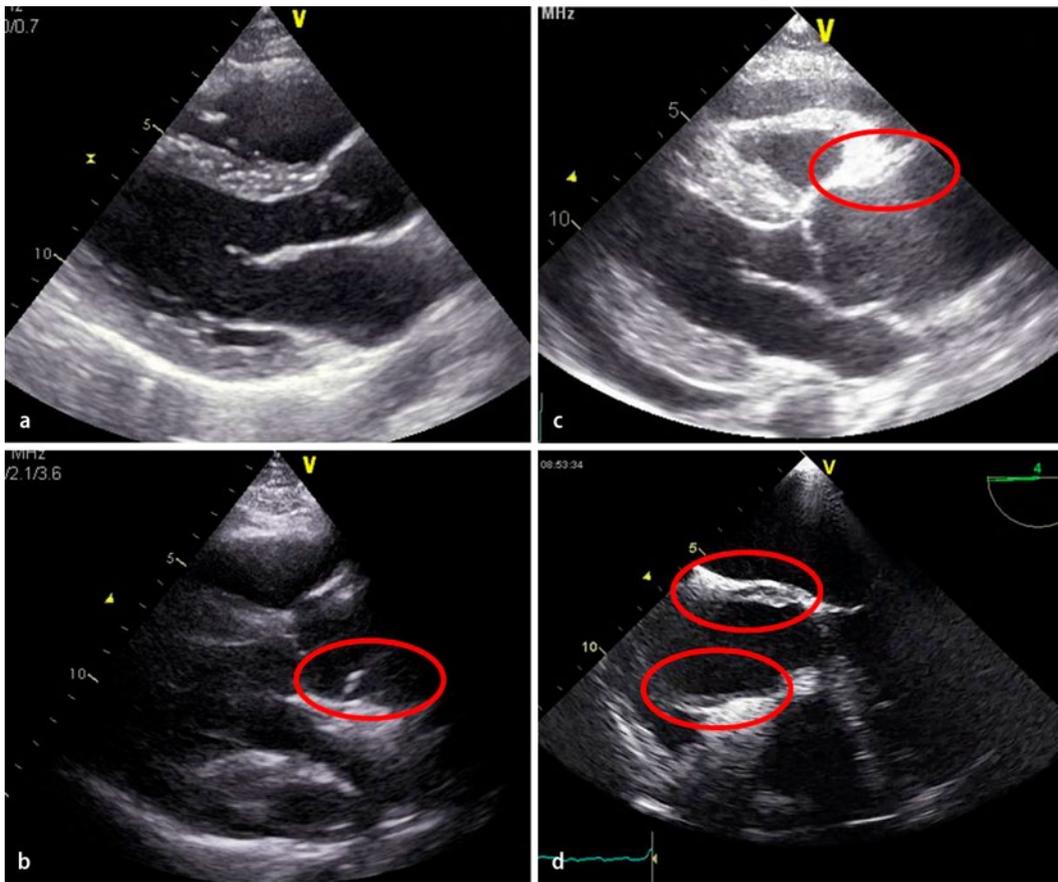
◀ Unauffällige Aortenwurzel und proximale Aorta ascendens a im parasternalen Längsschnitt sowie b im gleichen Anschnitt bei Vorliegen einer Stanford-A-Dissektion im dorsalen Wurzelbereich bzw. c im ventralen Ascendensbereich. d Ein Wandhämatom der proximalen Aorta als Frühstadium der Dissektion ist in der transösophagealen Anschallung gezeigt. Die Markierungen kennzeichnen jeweils die Pathologie der Aortenwand
